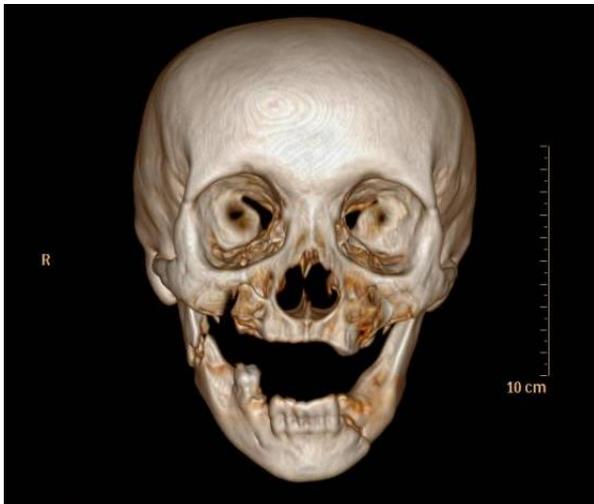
Reconstrução 3D de Tomografia Computadorizada, evidenciando fraturas em corpo mandibular esquerdo e ângulo mandibular direito.
